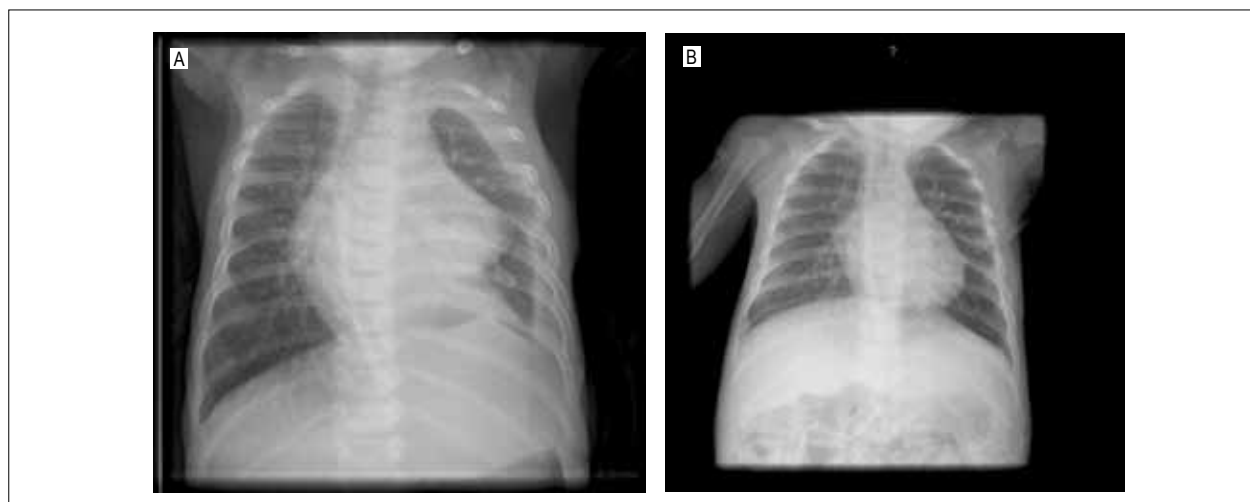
A: Radiografía de tórax de J.M.U.S. el 12/07/2008. B: Radiografía de tórax de J.M.U.S. el 25/08/2008.
